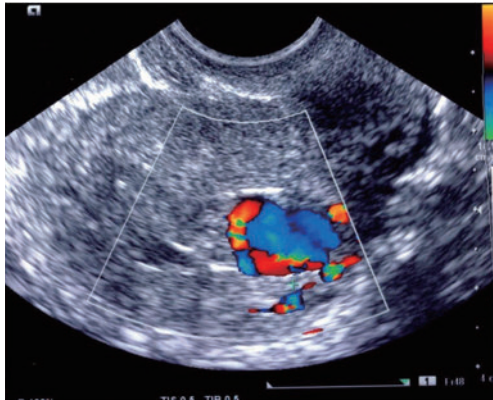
術後38日の経膈超音波断層法(カラードブラ法)
